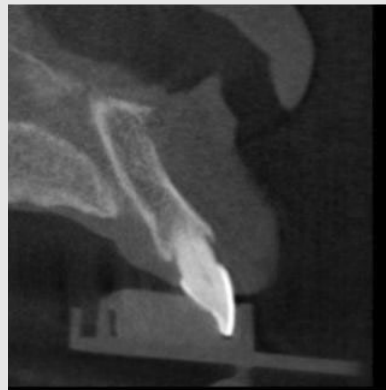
Scanning tray에 인상재를 주입한 후 환자치열에 적용하여 CBCT를 촬영
